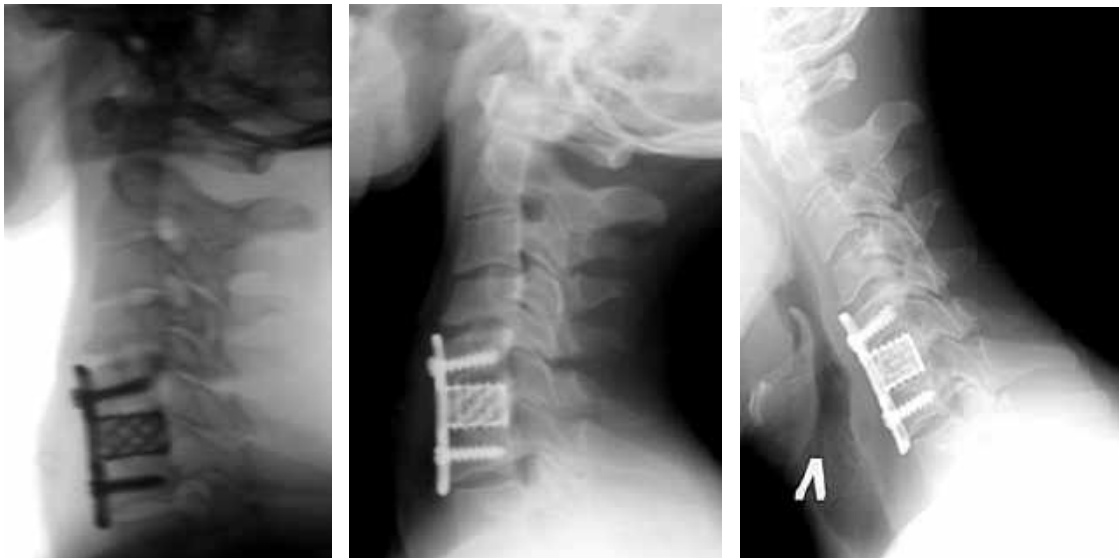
Спостереження №4, пацієнт А-ко, 54 роки, історія хвороби №151. Рентгенограма шийного відділу хребта в сагітальній площині, компресійно-скалковий перелом тіла С₆ заміщено титанової конструкцією та виконано передній корпозеу, що призвело до блоку тіл С₅-С₆-С₇, фіксований металоостеосинтез стабільний при виконанні максимального згинання та розгинання шийного відділу хребта. Неоартроз після скалкового перелому остистого відростку С₆, дегенеративно-дистрофічні зміни I стадії, фізіологічний лордоз випрямлений; антелістез тіла С₃; С₄-ретролістез фіксований при виконанні функціональних проб; нерівномірний хондроз з нестабільністю сегментів С₃-С₄, С₄-С₅; розповсюджений остеохондроз.
